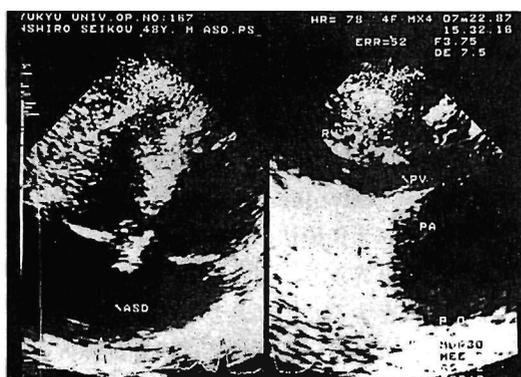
An echocardiogram showed a small atrial septal defect and the dilatation of right ventricle and pulmonary artery.
